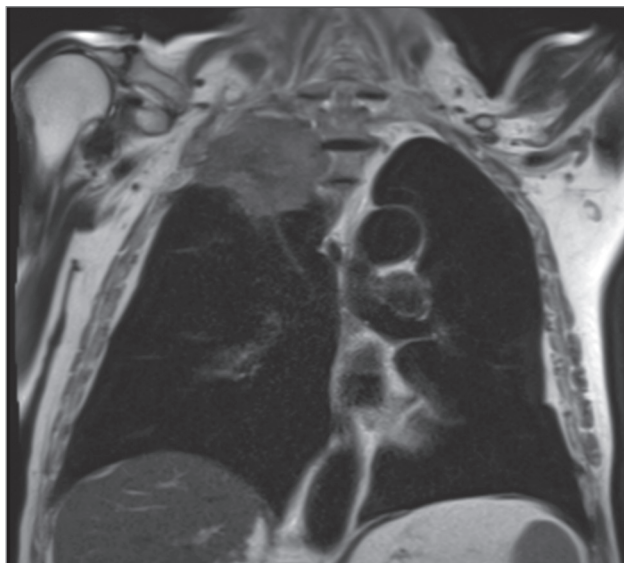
Магнитно-резонансная томография грудной клетки: опухоль Панкоста с врастанием в верхнюю апертуру
